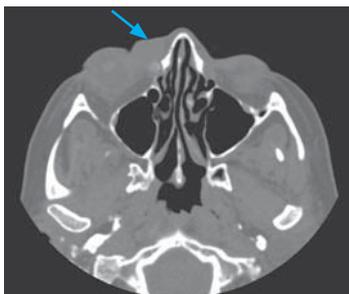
КТ орбит и околоносовых пазух в аксиальной плоскости. В области слезного мешка определяется округлой формы инфильтрат, нечетко отграниченный от реактивно утолщенных, отежных мягких тканей века.
